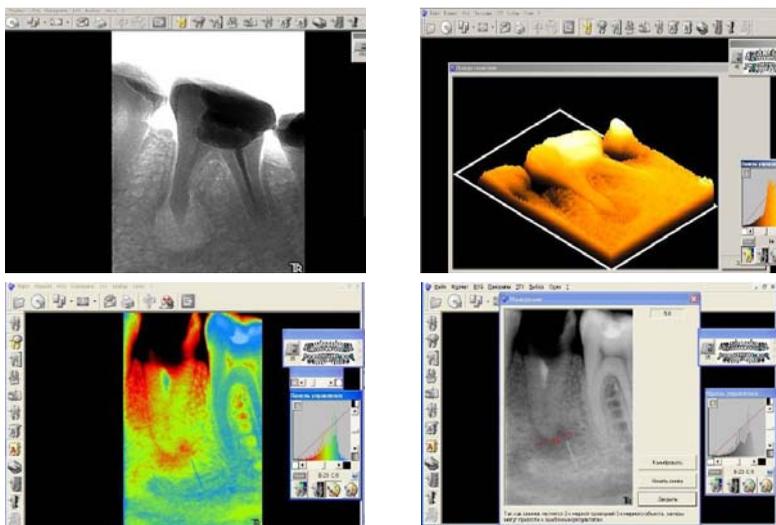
Примеры цифровых рентгенограмм, полученных на радиовизиографе, проанализированных при помощи специализированного программного обеспечения и подготовленных к телемедицинской консультации
